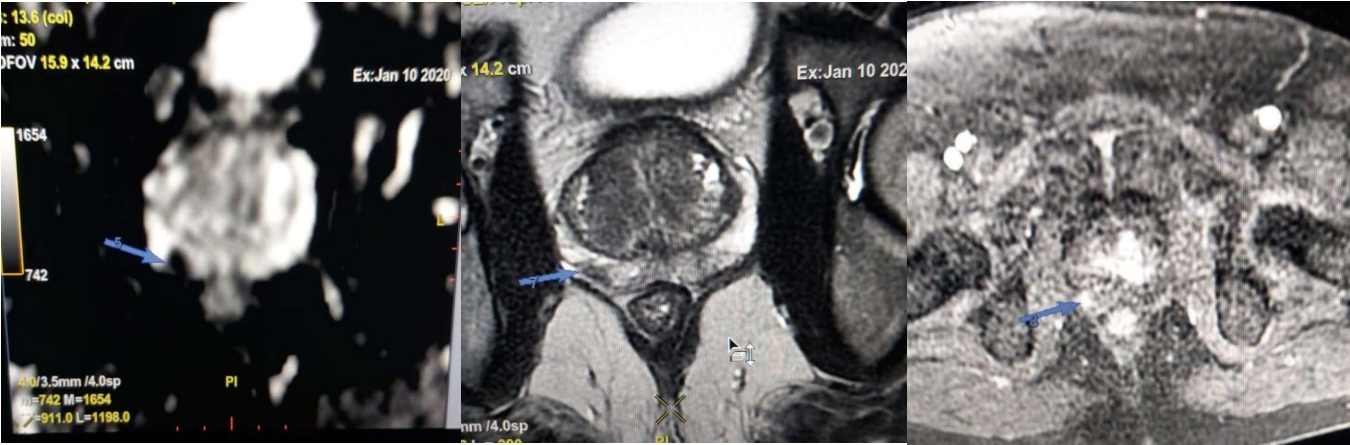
IRM multiparamétrique, montrant un nodule de la base droite classé PIRADS 4.
